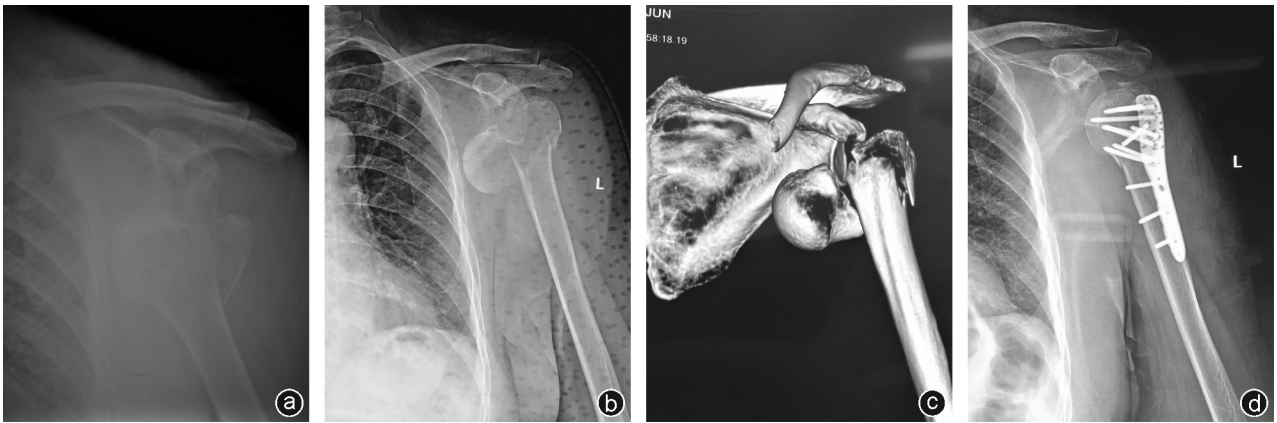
病例1,女,58岁,因“摔伤致左肩部肿痛、活动受限1 d”之主诉入院 a:手法复位前X线片示左肩关节前脱位伴轻微裂缝骨折;b、c:手法复位后,X线片和CT三维重建示肱骨头向前脱落;d:内固定1个月后复查,X线片可见肱骨头复位好,内固定满意
